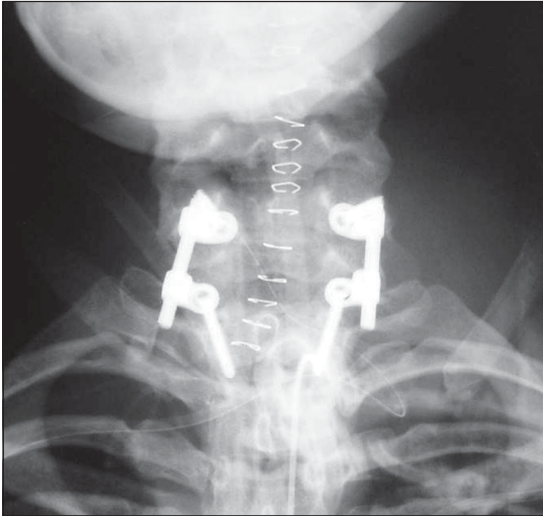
Caso 2: Radiografía anteroposterior postoperatoria.
